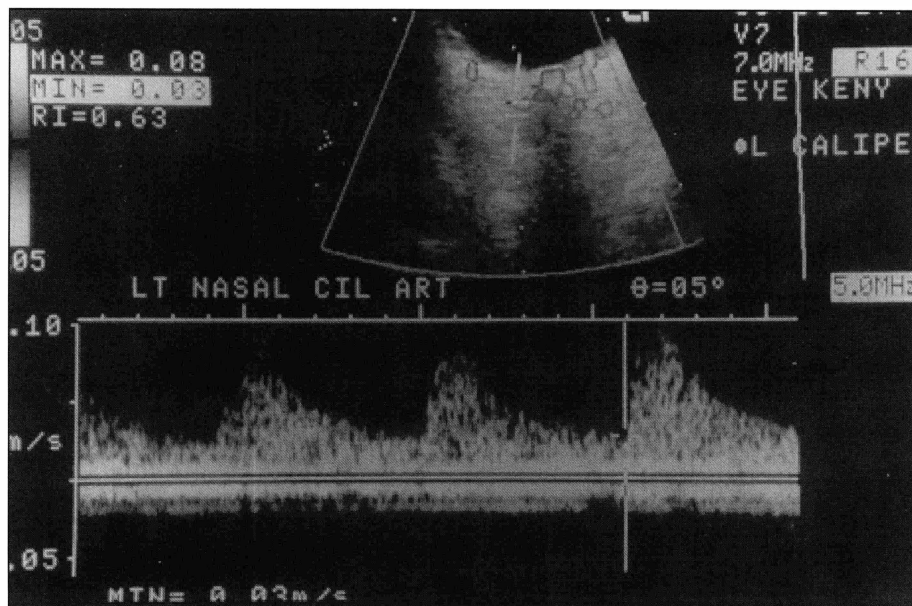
Ultra-sonografia de Doppler colorida mostrando a análise espectral de uma artéria ciliar posterior curta na região nasal. Observe que o cursor é posicionado na imagem correspondente ao final da diástole, para se medir a velocidade diastólica final. Os valores de velocidade sistólica máxima, velocidade diastólica final e índice de resistência encontram-se no canto superior esquerdo da tela.
